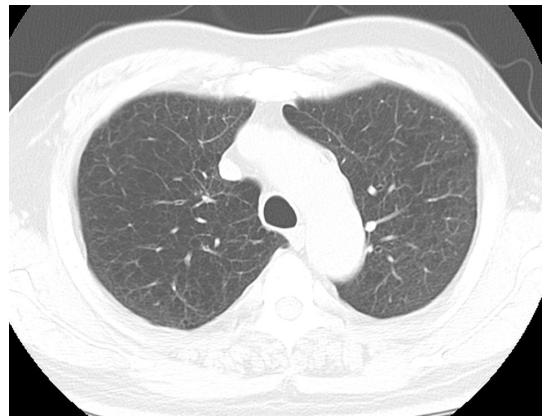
図 15 症例の CT 画像(弓部)
